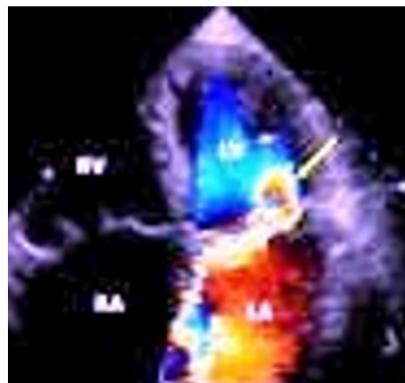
Echocardiographie en insuffisance mitrale.
